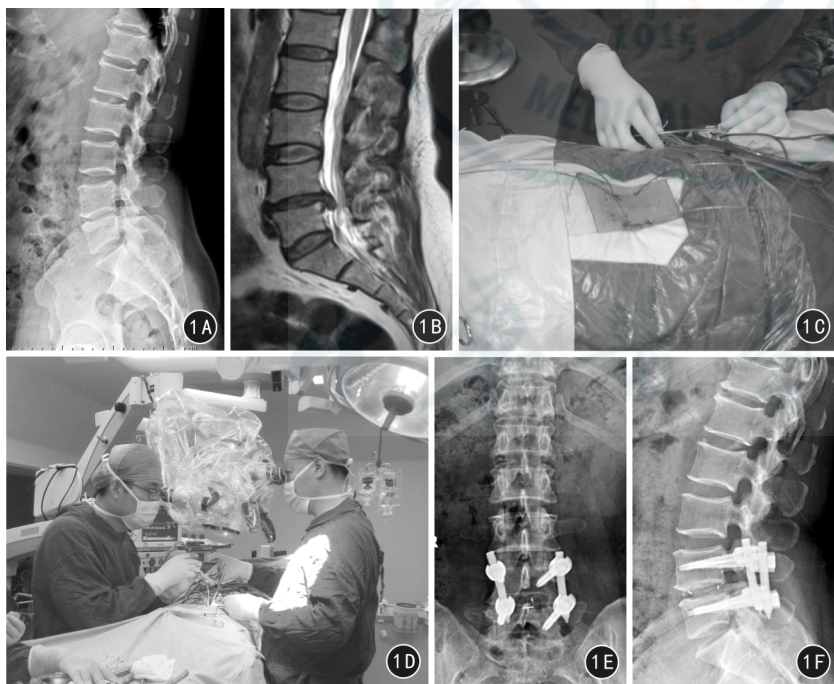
患者男,48 岁,腰椎间盘突出症,行显微镜下经通道椎管减压、椎间融合联合椎弓根螺钉内固定术治疗 1A 术前腰椎侧位 X 线片 1B 术前矢状面 MRI T₂WI 显示 L_{4/5} 椎间盘髓核脱出,硬膜囊受压 1C 术中置入经皮椎弓根钉导丝 1D 术中在显微镜下辅助通道经肌间隙行椎管减压操作 1E、1F 手术后 3 个月腰椎正侧位 X 线片
